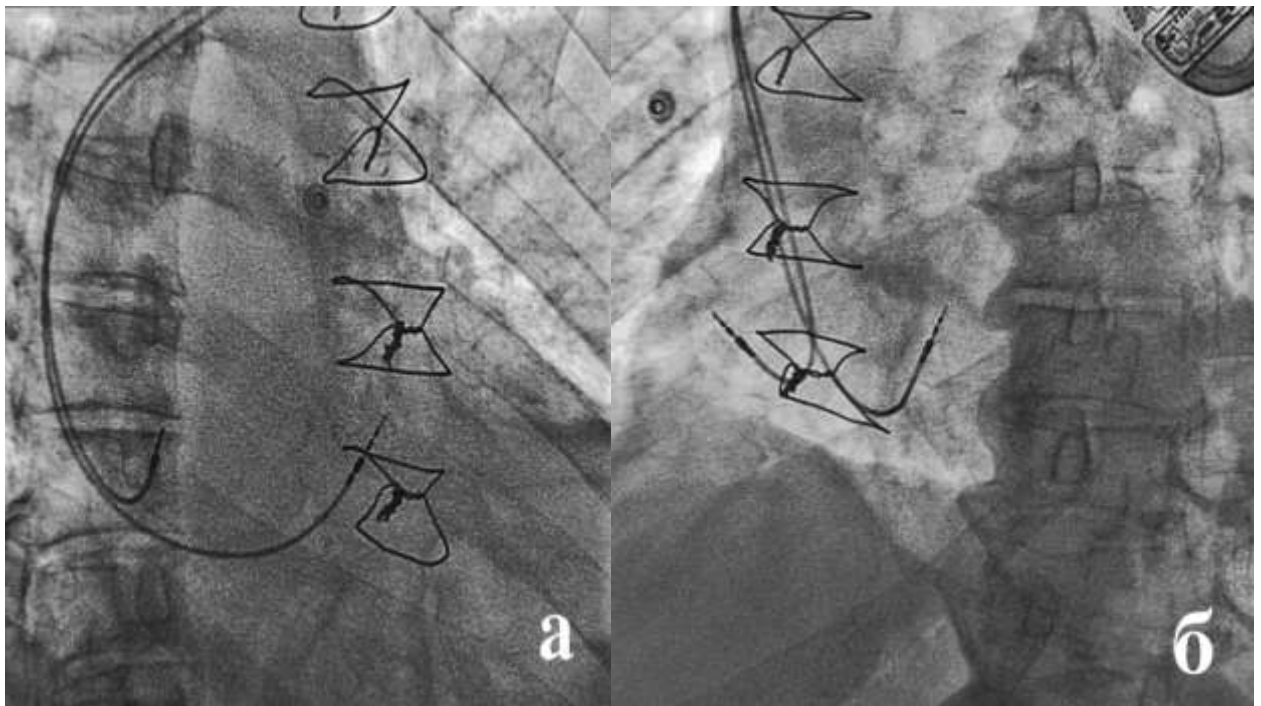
Интраоперационная рентгенограмма имплантации желудочкового электрода в парагиссиальную область ПЖ в правой (а) и левой (б) косых проекциях
